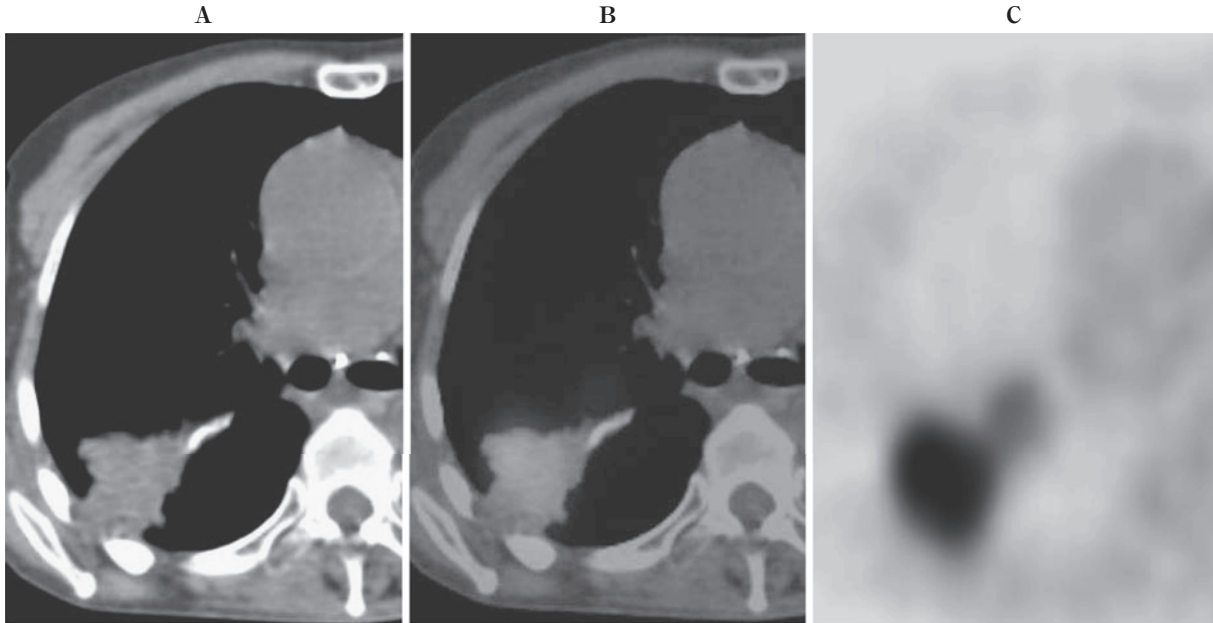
Nontuberculous mycobacterial infection in a woman with a history of lung cancer resection. CT (A) demonstrates a mass-like consolidation adjacent to the operated area. Increased uptake of FDG can be seen on PET (C) and PET/CT combined images (B).
